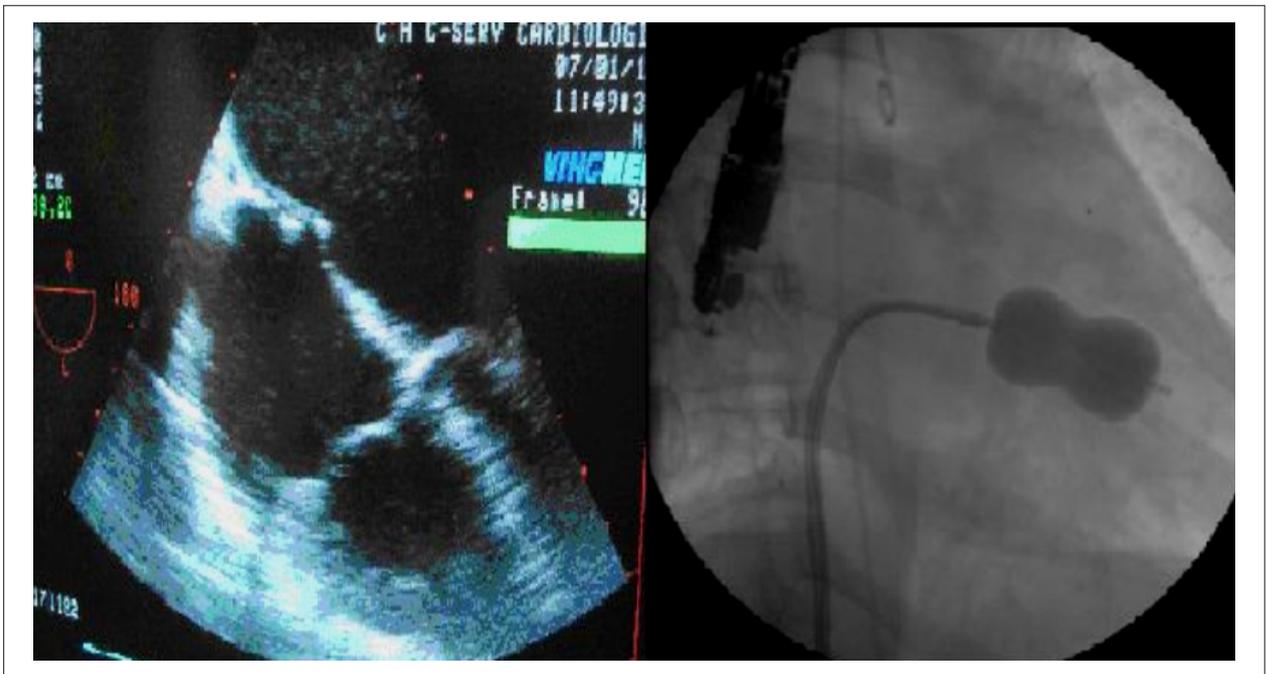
À esquerda - Ecocardiograma Transesofágico mostrando o momento da punção transseptal; À direita - Insuflação do balão de Inoue.
